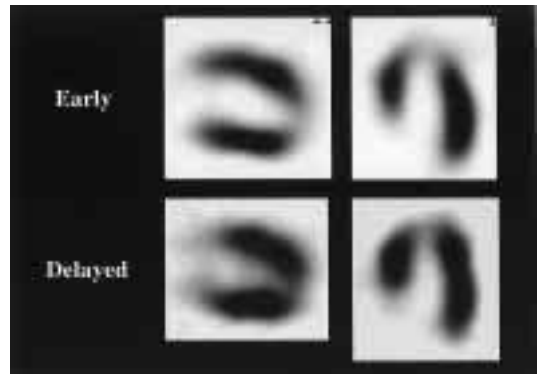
On ¹²³I-BMIPP myocardial SPECT in March 2000, the initial imaging indicated a slightly decreased tracer uptake in the apico-antero-septal region and the delayed imaging revealed a small redistribution in the same area.
